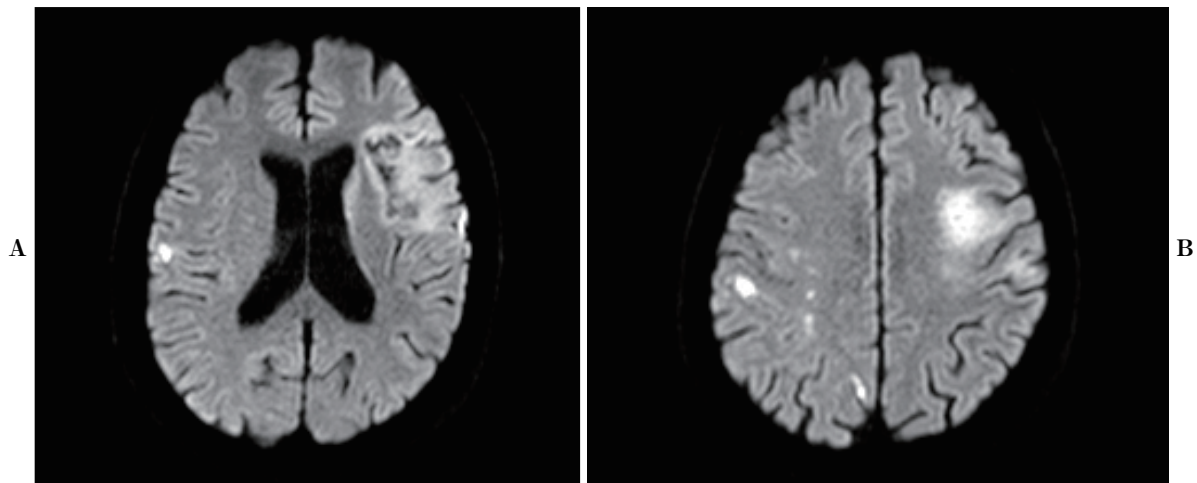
(A) Diffusion-weighted MRI of the brain. The infarct area of the front middle cerebral artery (MCA) region was shown. (B) Diffusion-weighted MRI of the brain. The infarct area of the front MCA region and multiple infarction at the right hemisphere were shown.
